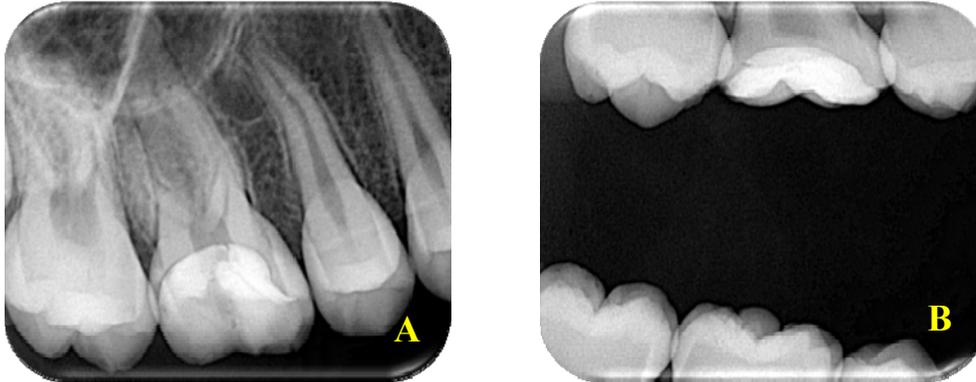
A) Radiografía periapical control 8 meses B) Radiografía coronal control 8 meses
